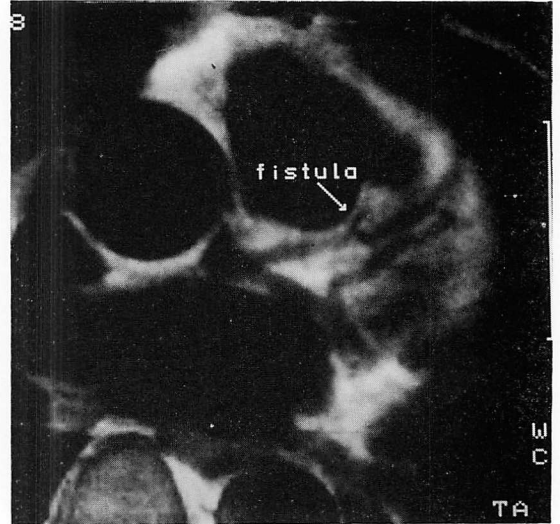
MR image of a coronary-pulmonary artery fistula (55-year-old man).
